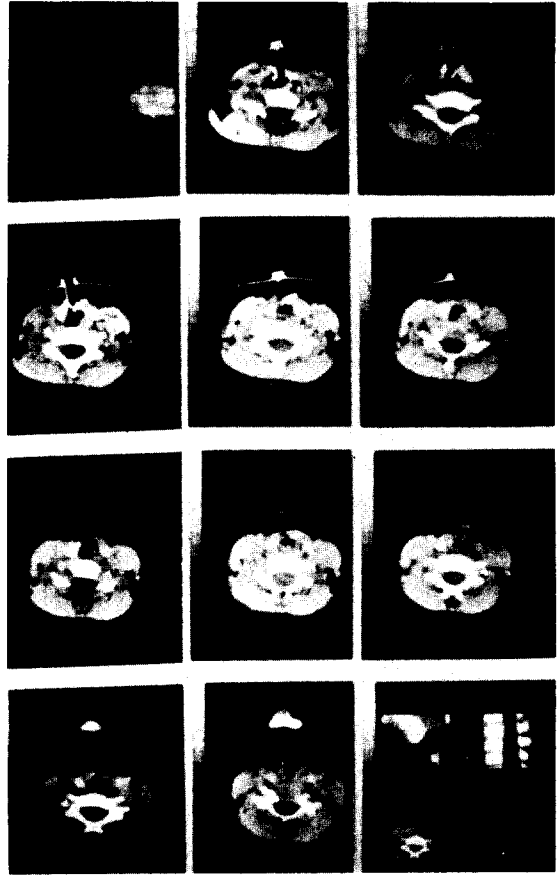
Preoperative Neck CT showing nearly complete obstruction below the glottis and the anterior wall of trachea is depressed by the tracheostomy cannula.
